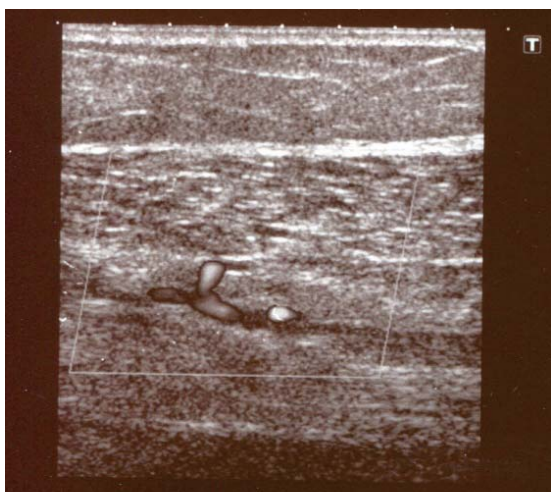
УЗИ перфорантной вены Коккетта и сопровождающей артерии на 8 см выше медиальной лодыжки при ХВН в стадии субкомпенсации, наличие варикозно трансформированных притоков БПВ в области медиальной поверхности голени, соединяющие притоки БПВ с большеберцовой веной, с сопровождающей артерией из системы задней большеберцовой артерии
